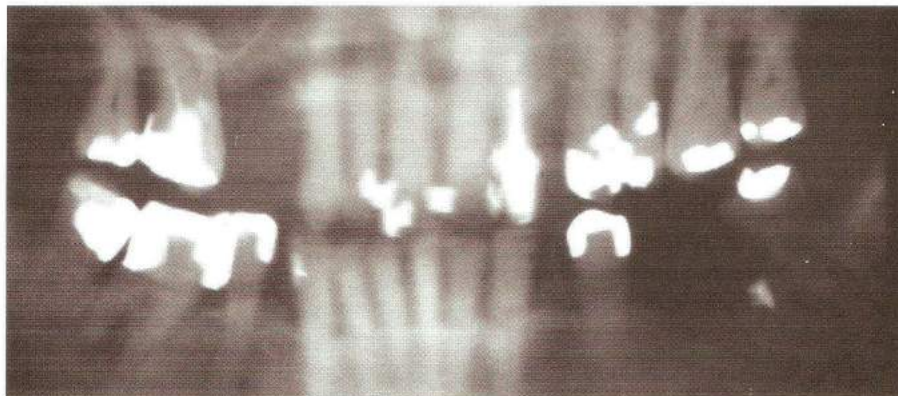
Radiografía panorámica del paciente.
